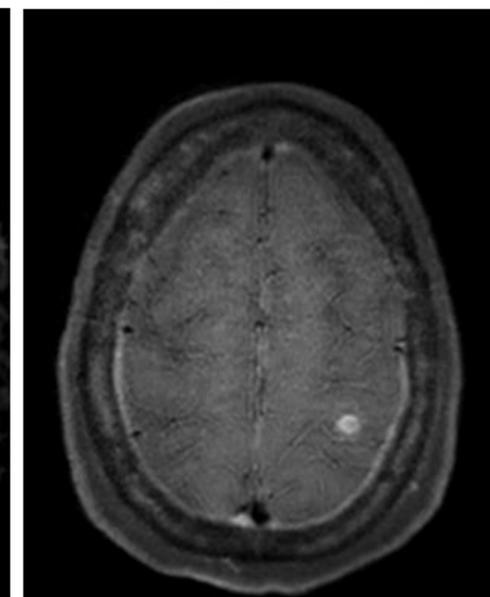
En la fila superior se muestran imágenes de RMN a la altura de los ganglios basales. En el TC con contraste identificamos focos de captación nodular de contraste correspondientes a pequeños abscesos cerebrales. En la resonancia se muestran lesiones hiperintensas en FLAIR, con restricción a la difusión.
